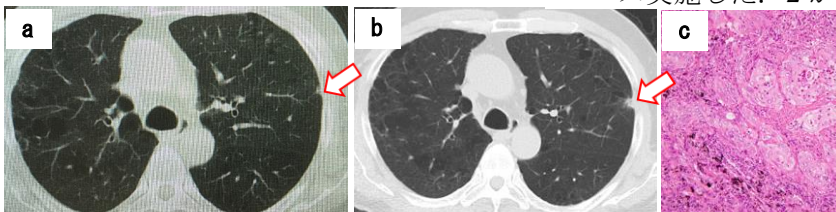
第2癌確認時のCT像; 第1癌切除1年10か月後に対側に腫瘍が出現(a), 6か月後にはやや増大した(b)。肺癌の可能性が高かったが、低肺機能のため部分切除した。転移ではなく原発性肺扁平上皮癌であった(c)
